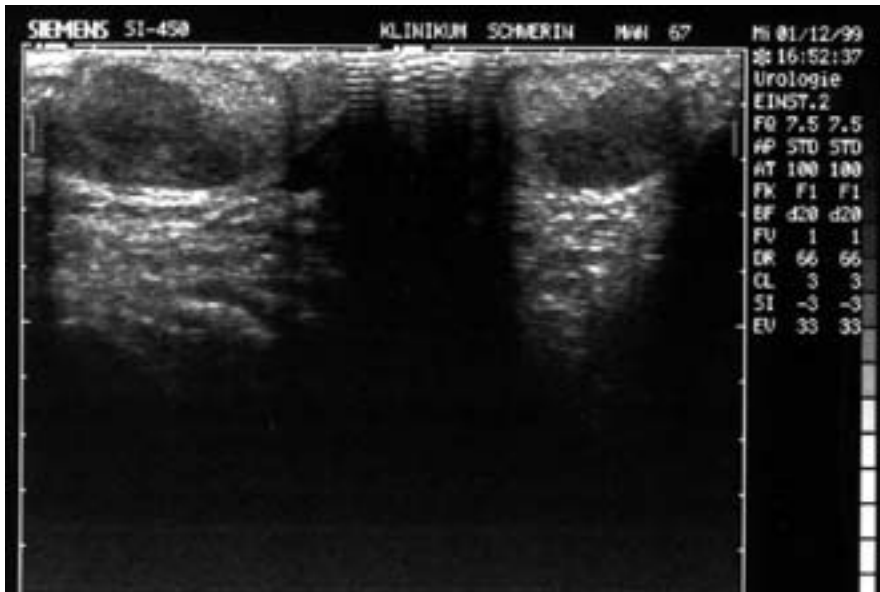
Sonographie 7,5 MHz, Hodentumor rechts
